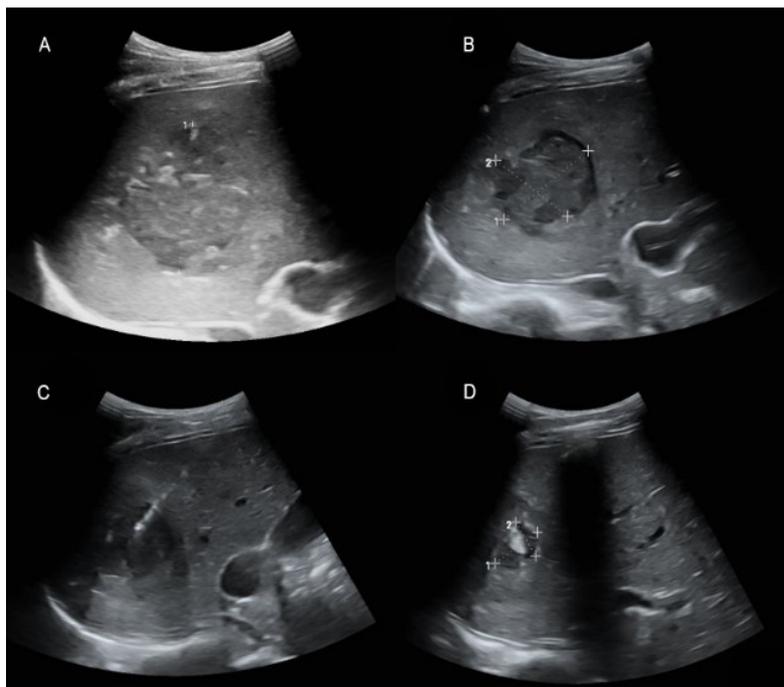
A: Imagen de ecografía con absceso hepático 8 x 8 x 9 cm. B: Disminución del tamaño de absceso. C: Punción diagnóstica. D: Imagen del absceso hepático tras punción
